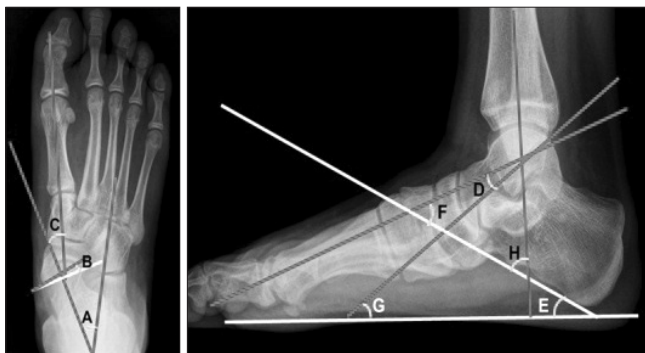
Radiographic parameters for an evaluation of pes planovalgus. A, talocalcaneal angle; B, talonavicular coverage angle; C, talo-1st metatarsal angle (antero-posterior view); D, talo-1st metatarsal angle (lateral view); E, calcaneal pitch; F, talocalcaneal angle; G, talo-horizontal angle; H, tibio-calcaneal angle.
